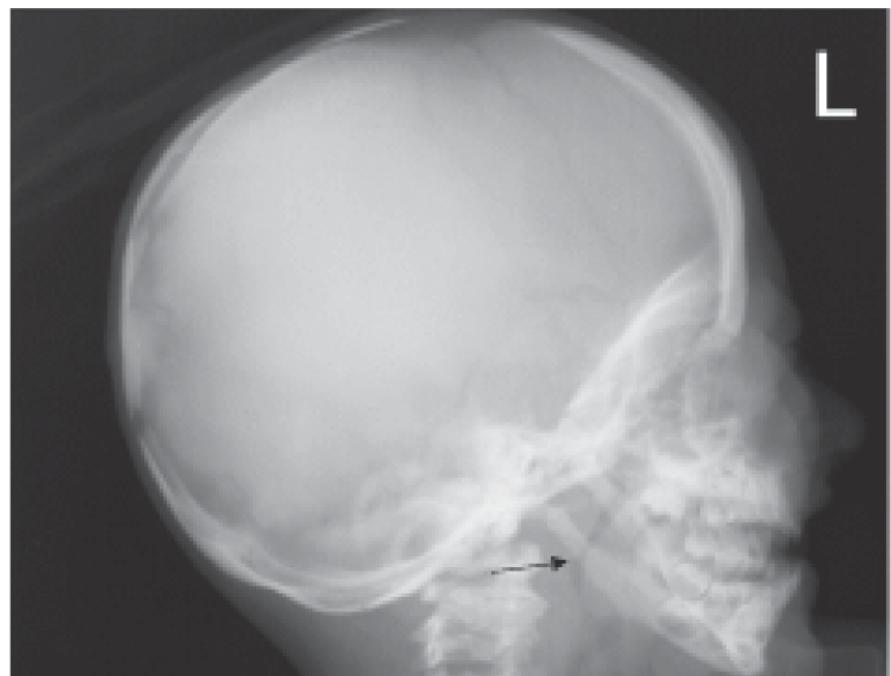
Пикнодизостоз. Рентгенограмма скуловых костей в боковой проекции, возраст 3 года. Отмечаются сглаженность угла нижней челюсти и истончение свода черепа.
